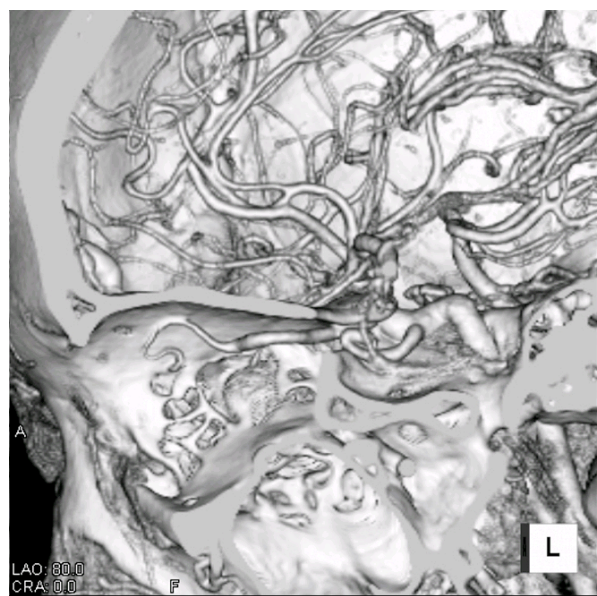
dominantなILTの3D-CT画像
